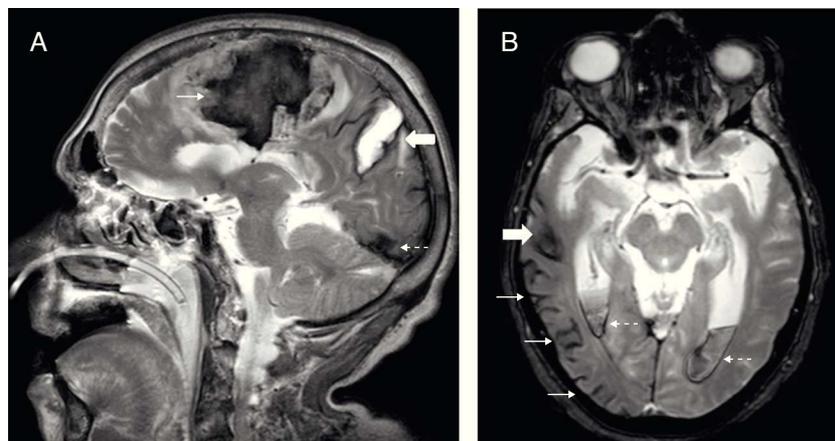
RM. A) Secuencia T2, plano sagital. Hemorragias lobares múltiples en el hemisferio cerebral derecho en diferentes estadios evolutivos: frontal aguda (desoxihemoglobina, flecha delgada), parietal subaguda (metahemoglobina, flecha gruesa) y occipital crónica (hemosiderina, flecha de puntos). B) Secuencia GRE, plano axial. Hemorragia lobar crónica en el lóbulo temporal derecho (flecha gruesa) y hemosiderosis superficial (flechas delgadas) en los lóbulos temporal y occipital derechos. Hemorragia aguda en las astas occipitales de los ventrículos laterales (flechas de puntos).
